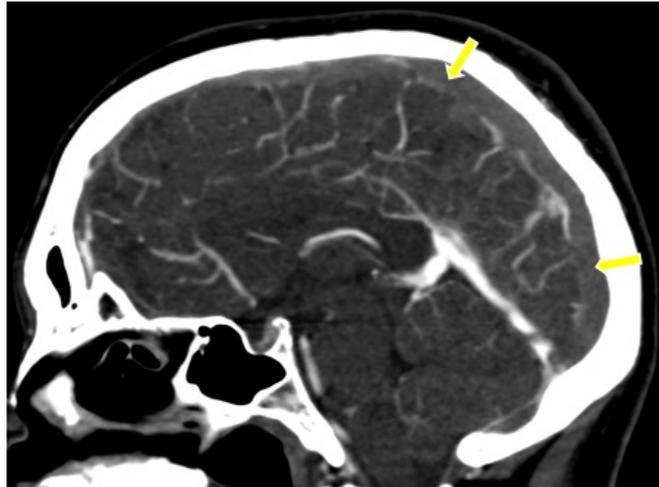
Reconstrucción sagital de TC muestra defecto de relleno endovasculares en el seno sagital superior y transversos (flechas amarillas), compatible con trombosis venosa.
